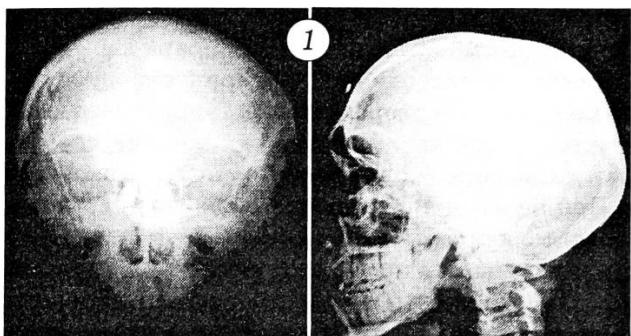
Рентгенограммы черепа больного Е. в прямой и боковой проекции до операции.
